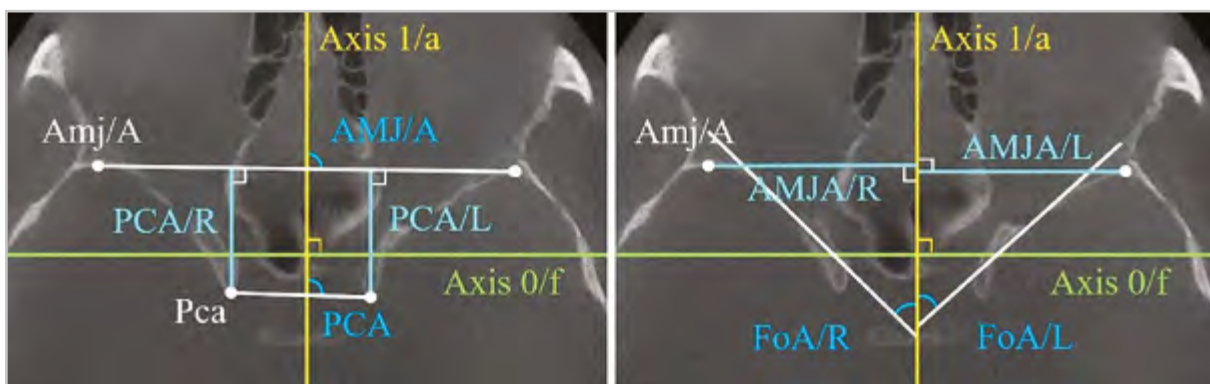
КЛК-томограммы в аксиальной проекции. Угловые и линейные параметры клиновидной кости
